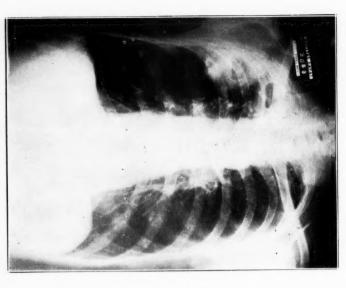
obs. I. Radiographie montrant les deux images hydro-aériques.
